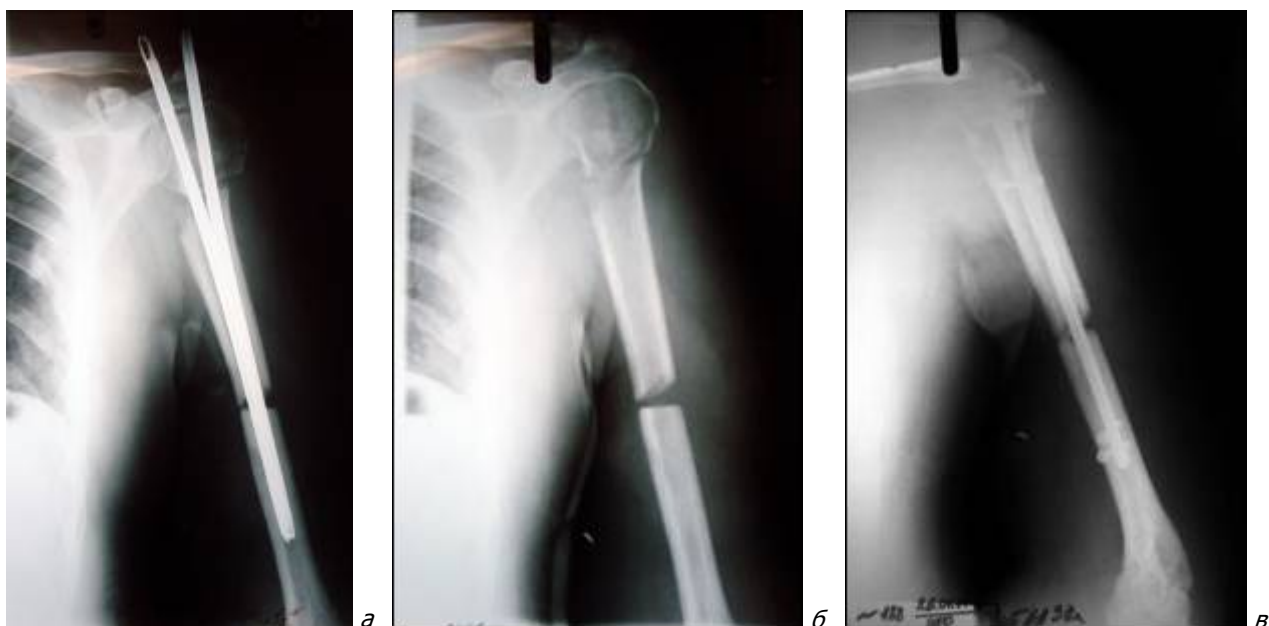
Рентгенограммы левого плеча пострадавшего Ч.: остеосинтез двумя стержнями ЦИТО (а); 76-е сутки после реплантации, стержни удалены (б); остеосинтез гвоздем с блокированием (в).
